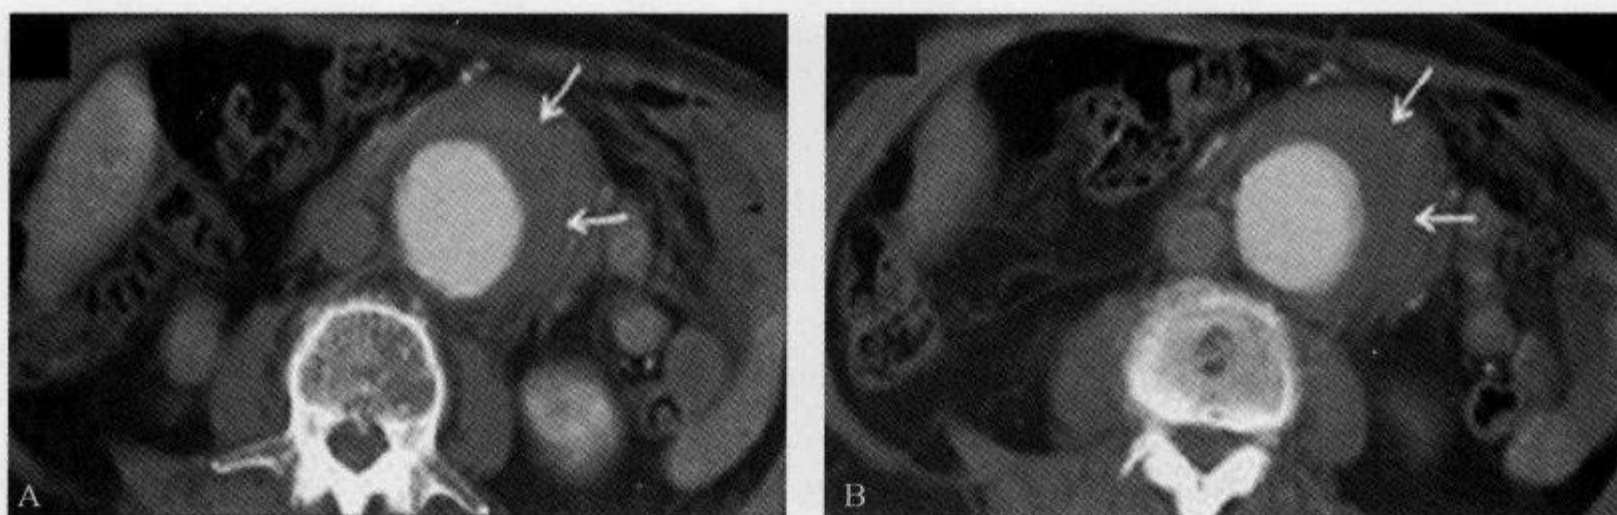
CT 增强示腹主动脉瘤高密度“半月征”
